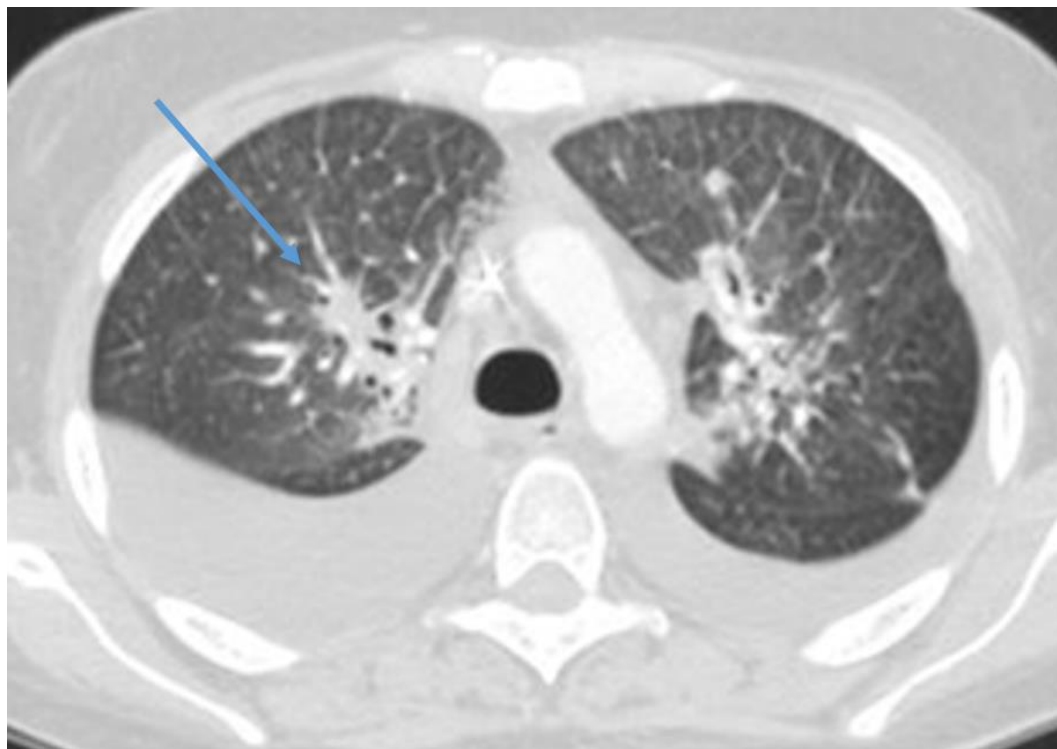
КТ груди, аксиальный срез. Больной с вирусной пневмонией.
